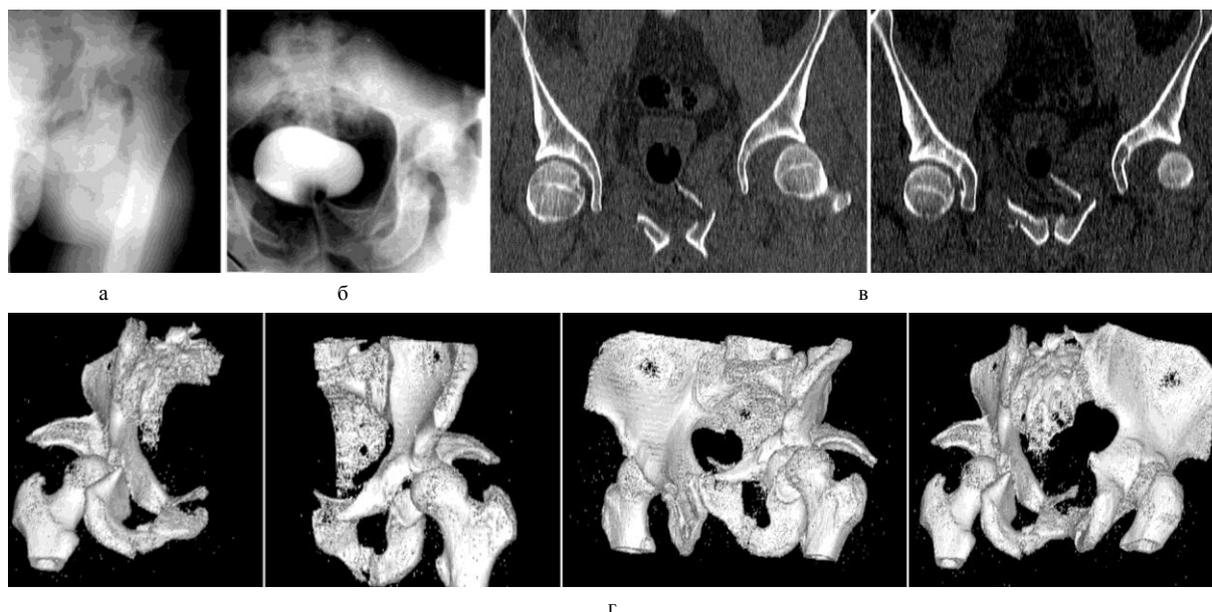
Пациент К., 27 лет: а – рентгенограмма тазобедренного сустава в прямой проекции; б – рентгенограмма таза, ретроградная статическая цистография; в – КТ таза, MPR во фронтальной плоскости; г – КТ таза, SSD-реконструкция поврежденного таза
